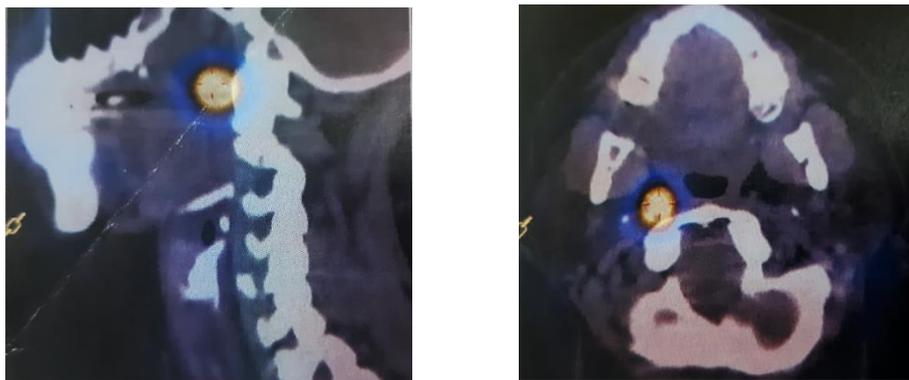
Rastreo corporal con técnica de SPECT/CT con ^{99m}Tc -DMSA V. Zona focal de 11 x 11.9 x 20 mm, con aumento de la concentración del radiofármaco localizada en la región cervical superior parasagital de lado derecho; con coeficiente de atenuación promedio de 45 UH.
